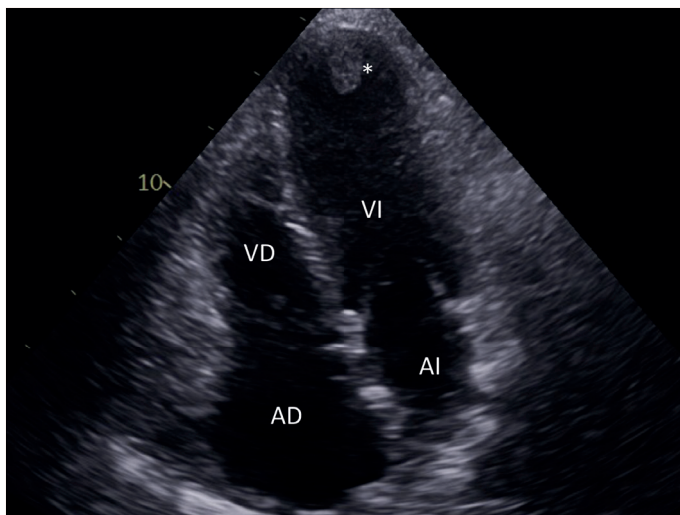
Trombo apical. Proyección apical 4 cámaras en donde se observa una imagen ecorefringente en ápex del ventrículo izquierdo compatible con trombo (*) (imagen móvil, asociada a zona hipocontráctil). VI: ventrículo izquierdo, AI: aurícula izquierda, AD: aurícula derecha, VD: ventrículo derecho.
